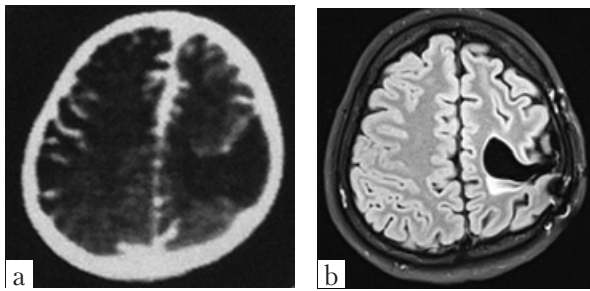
Patient P., 12 y. o.; a) CT before the surgery; b) MRI after the surgery
